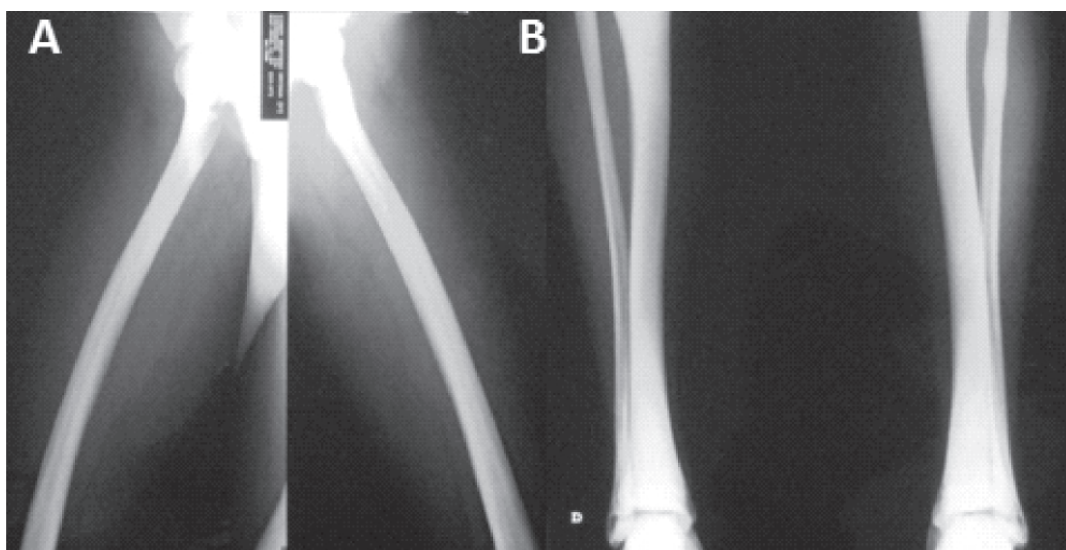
Radiografía de A) fémur y B) tibia y peroné. Esclerosis de la diáfisis femoral con disminución importante del canal medular. Se aprecia displasia ósea.
